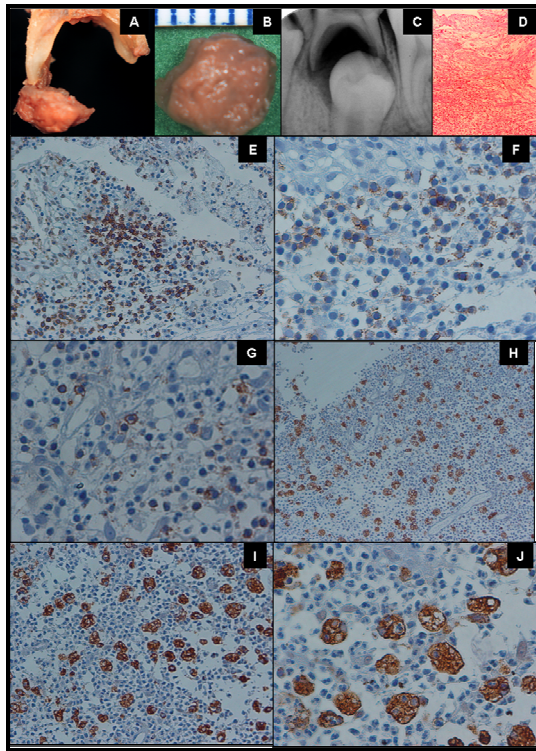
(A, B) Aspecto macroscópico da lesão periapical aderida ao dente e após sua remoção. (C) Radiografia periapical do dente comprometido. (D) Corte histológico da lesão perirradicular (Granuloma) corado pela técnica da hematoxilina-eosina. Aumento 33X. Cortes histológicos corados pela técnica de imuno-histoquímica mostrando a presença do infiltrado linfocitário: CD45RO positivas (E) e CD20 positivas (F,G) distribuídas focalmente e células CD68 positivas (H,I,J) distribuídas difusamente. Aumento 66X, 132X, 132X, 33X, 66X, 132X respectivamente
